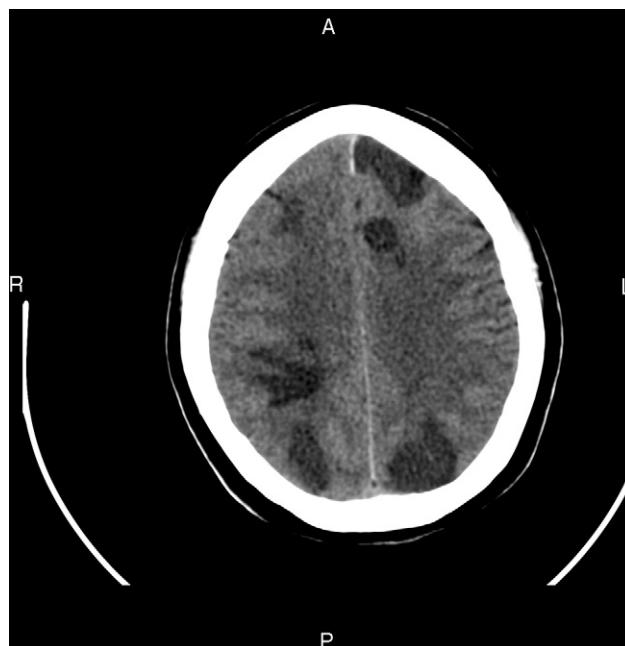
TAC craneal con múltiples infartos isquémicos subagudos bilaterales.
